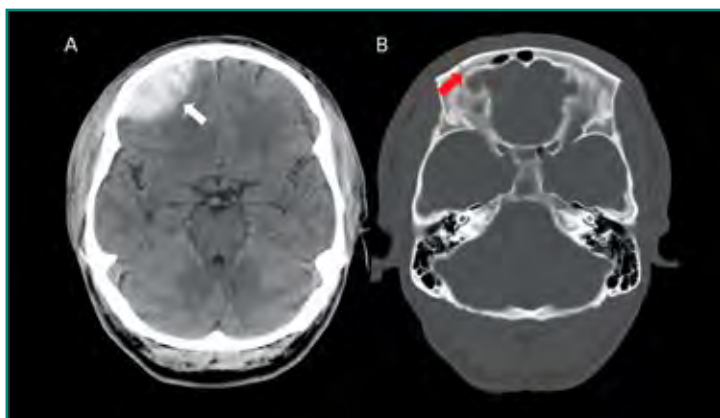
A: TC con ventana de cerebro donde se identifica colección extraaxial hiperdensa (flecha blanca) frontal derecha, con unidades Hounsfield comprendidas entre 60 y 120, morfología lenticular y leve efecto de masa subyacente, en relación con hematoma epidural agudo; B: TC con ventana ósea donde se identifica línea de fractura frontal derecha (flecha roja) secundaria a traumatismo y causa del sangrado epidural.
